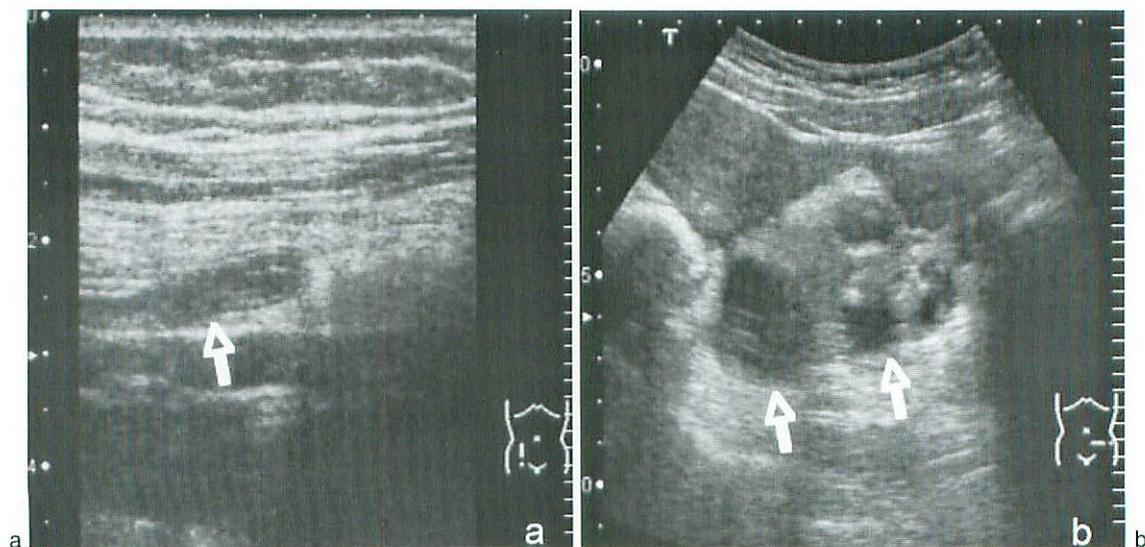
Transabdominal ultrasonography
